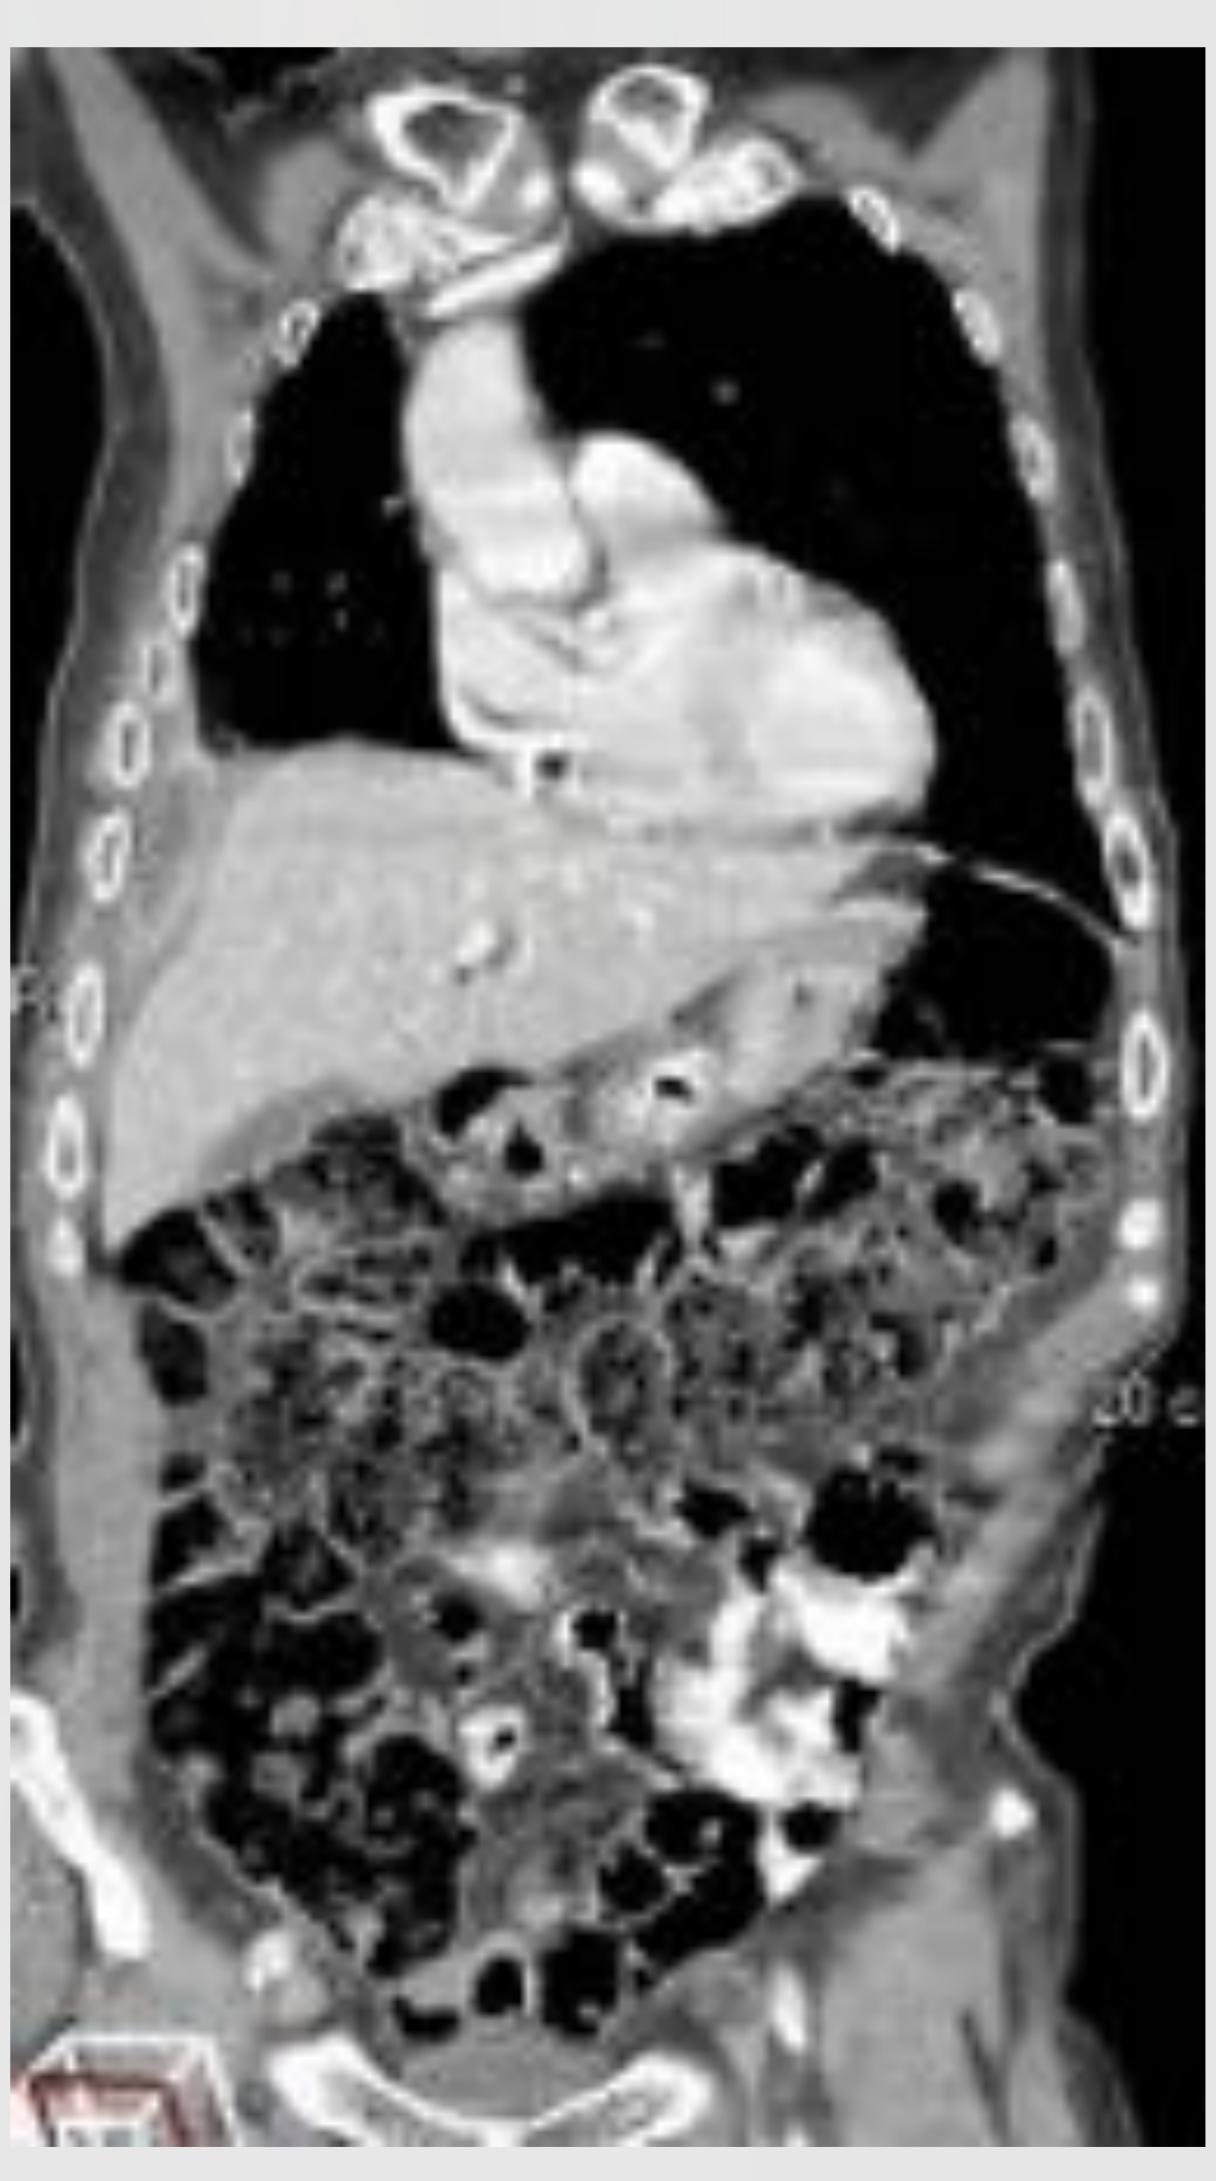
<u>COLITIS</u>. Reconstrucciones coronales de PET y TC (A) que muestran leve engrosamiento concéntrico de la pared de colon derecho y en menor medida de colon transverso con intensa captación de FDG, compatible con la colitis. El paciente refería dolor abdominal y diarrea. Se retrasó el siguiente ciclo de NIVOLUMAB y en el siguiente control se mayor engrosamiento e intensa captación de FDG.
